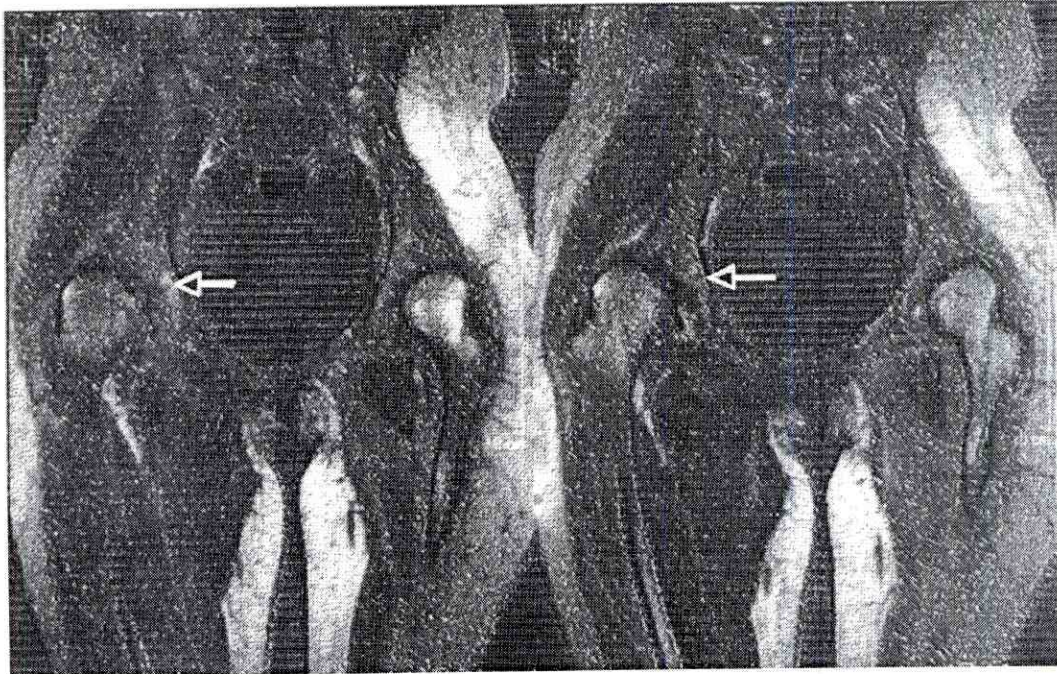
Lesión en RM del labrum a nivel del limbus.
